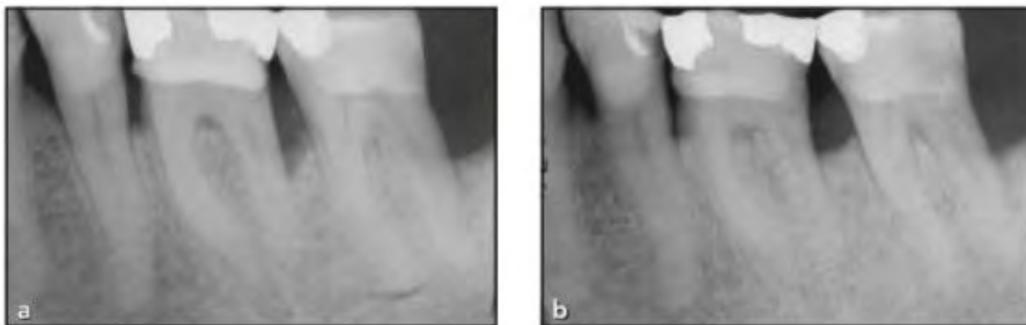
Exemple de cas clinique : radiographies pré-opératoire (a) et à 1 an après l'intervention (b) de la lésion parodontale en distal de la première molaire (*Aimetti et al. 2018*)
